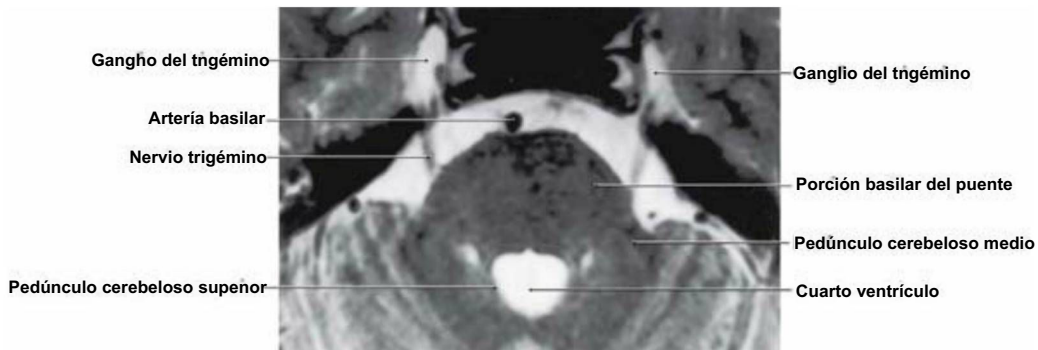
Imagen axial de resonancia magnética potenciada en T2 del puente que muestra la salida del nervio trigémino, su curso a través del espacio subaracnoideo y el ganglio del trigémino. La salida de este nervio representa el límite entre la porción basilar del puente y el pedúnculo cerebeloso medio.
